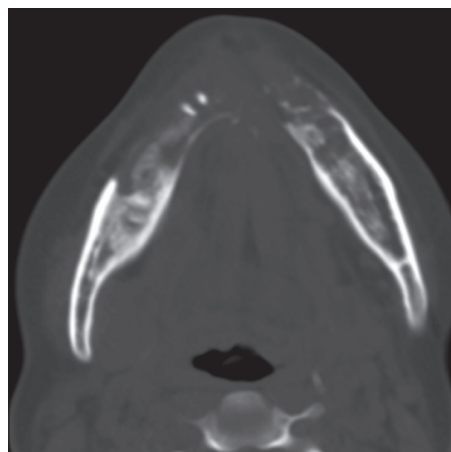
Компьютерная томография. Аксиальная проекция. Опухоль тела нижней челюсти смешанной формы роста с разрушением наружной и внутренней кортикальных пластинок
